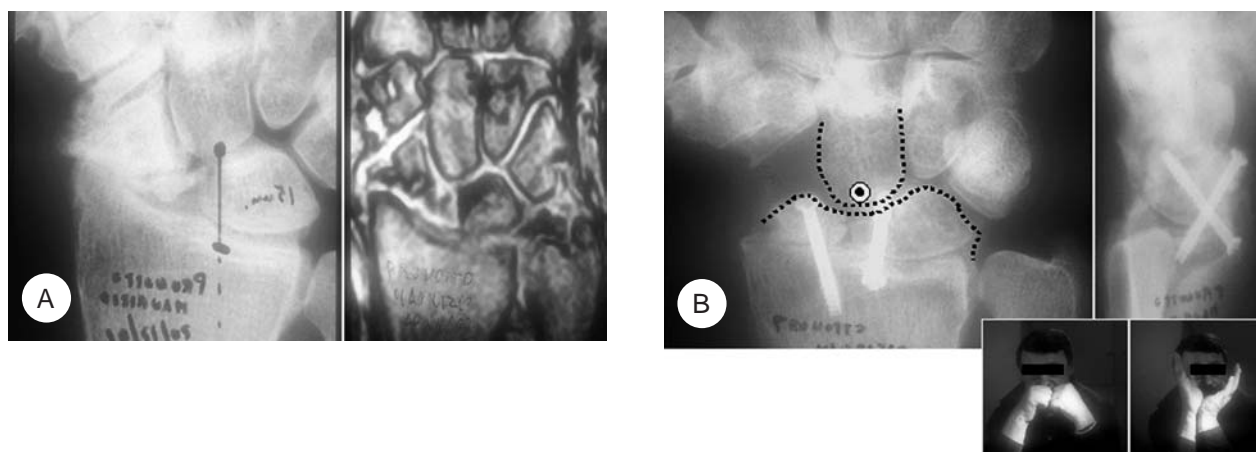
Caso n° 2.* A) Polso SNAC sx con riassorbimento polo prossimale dello scafoide e grave artrosi peristiloidea. La RMN non mostra lesioni cefaliche del capitato. B) La Ricostruzione della Coxa Manus è stata ottenuta utilizzando il frammento di scafoide distale opportunamente modellato ad incastro. Il controllo clinico-radiografico a 18 mesi.
